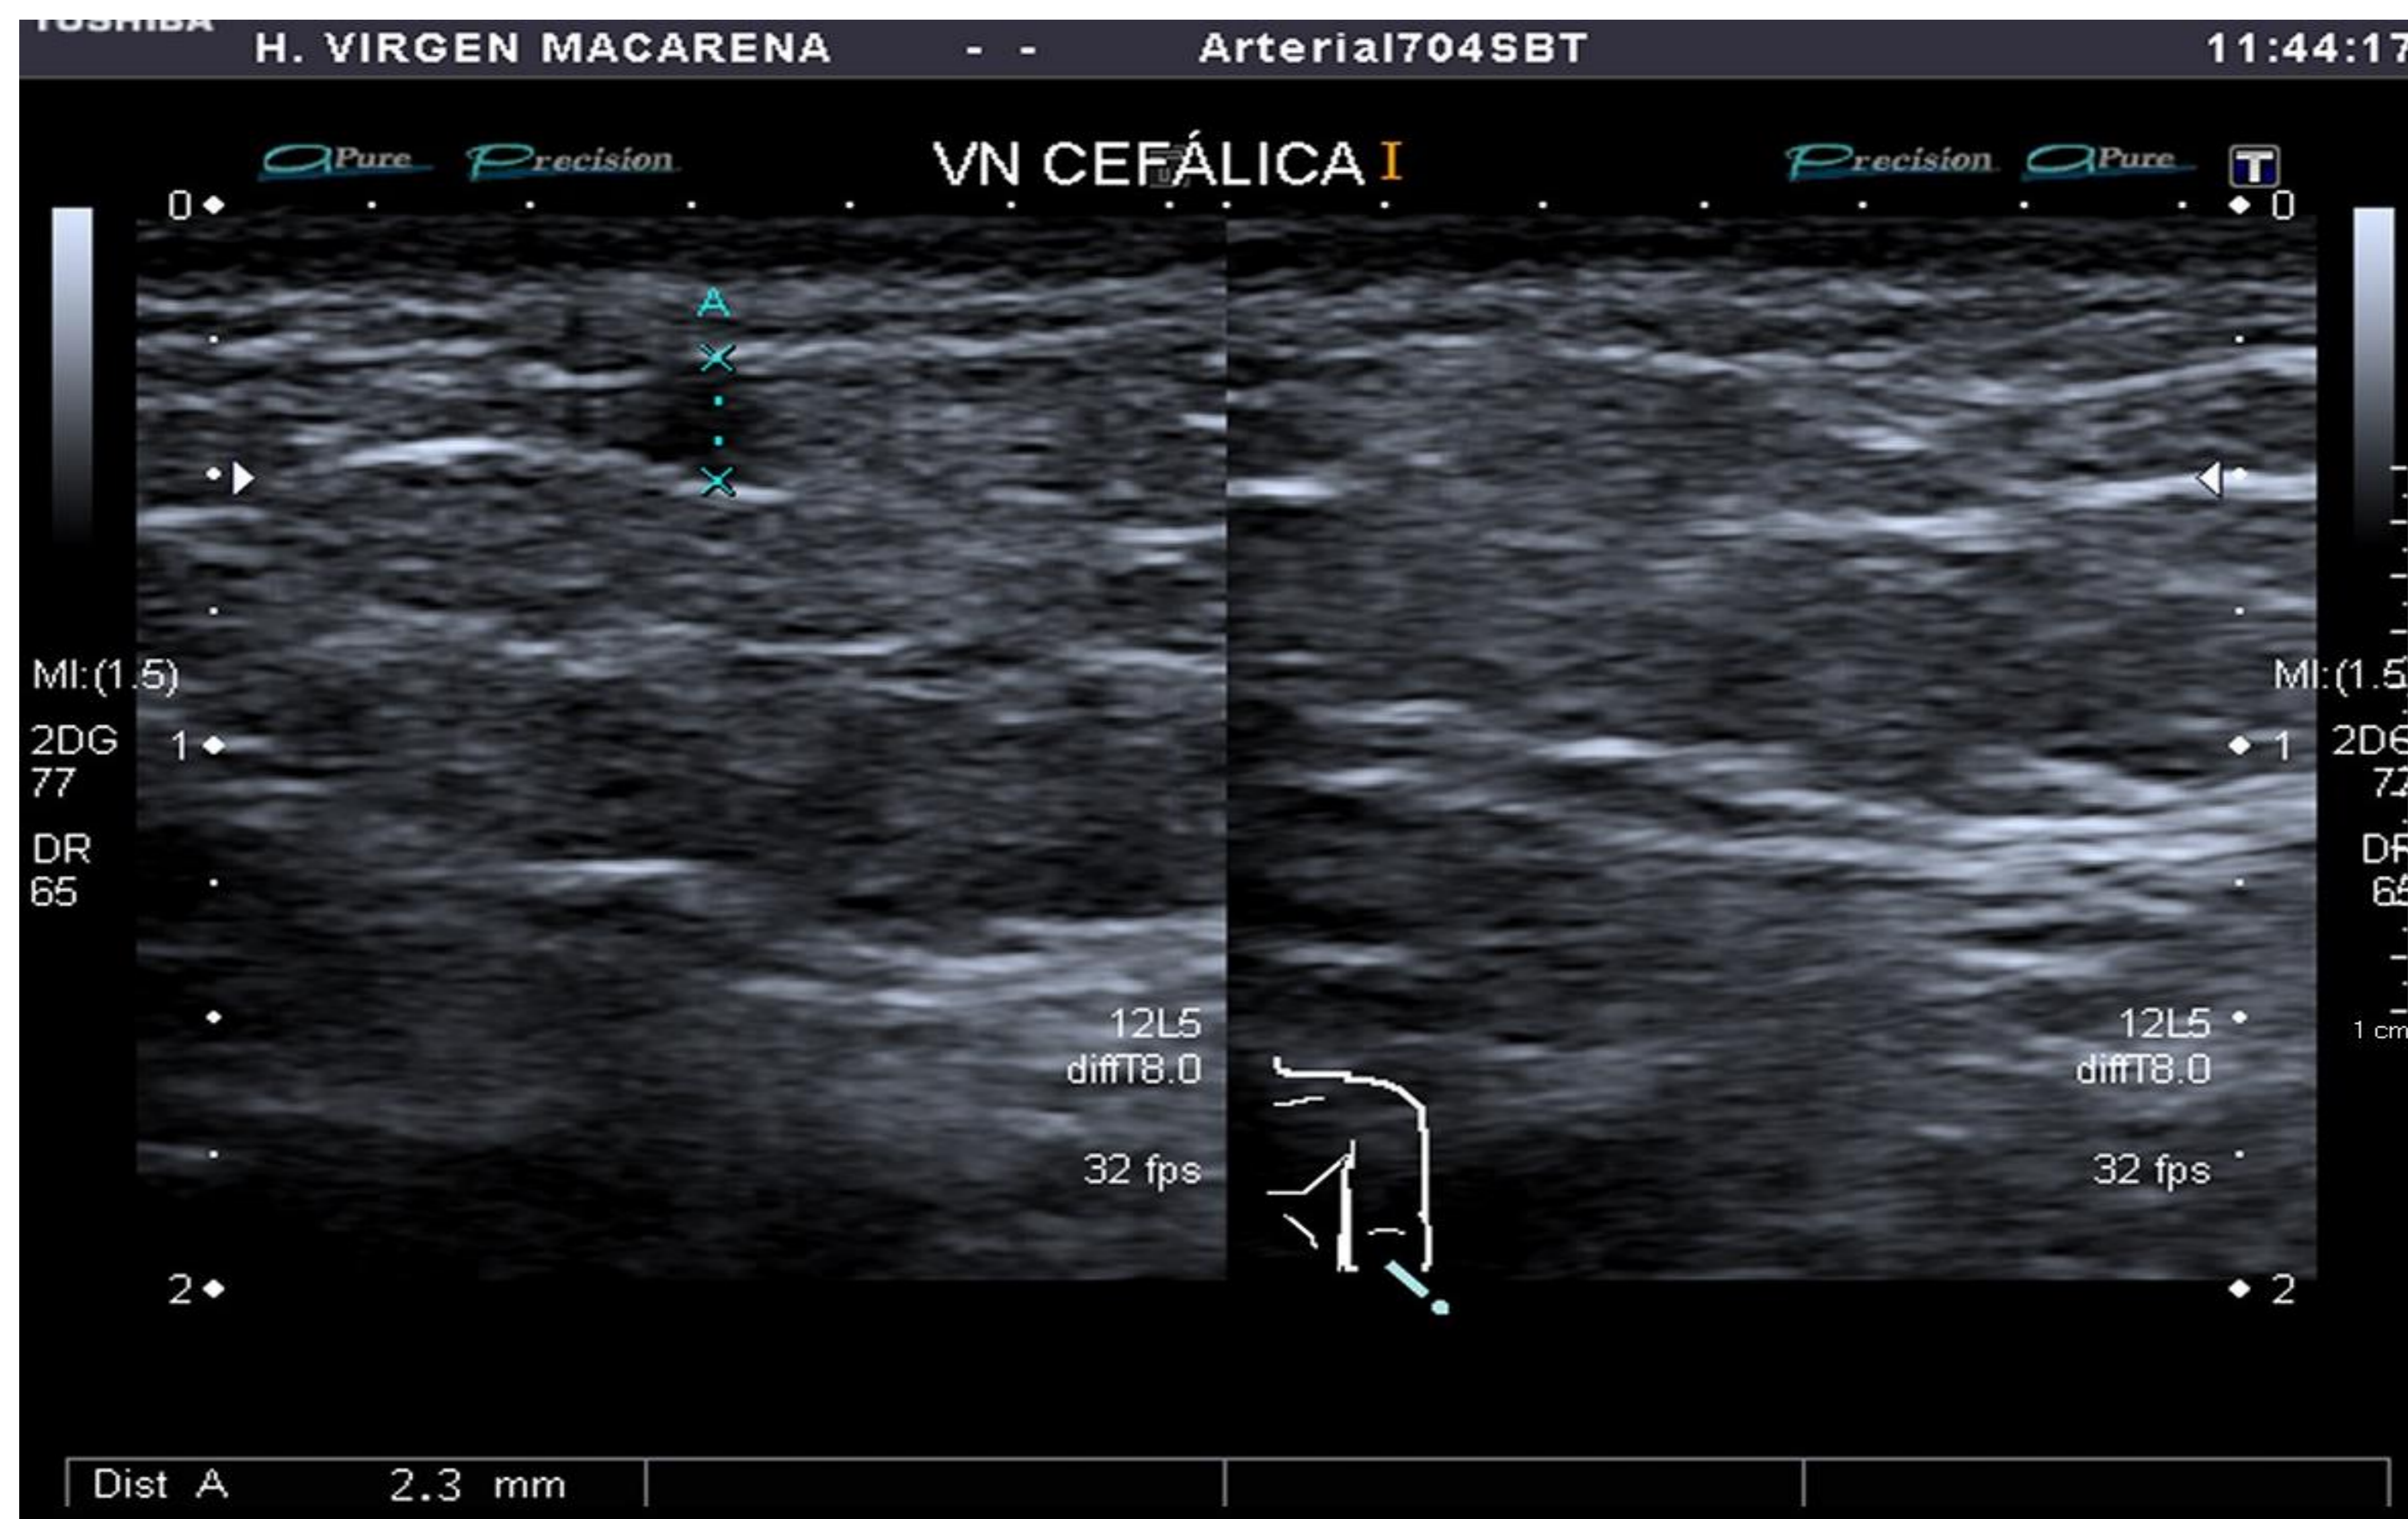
Imagen ecografía en modo B. Vena cefálica colapsable a la compresión.
